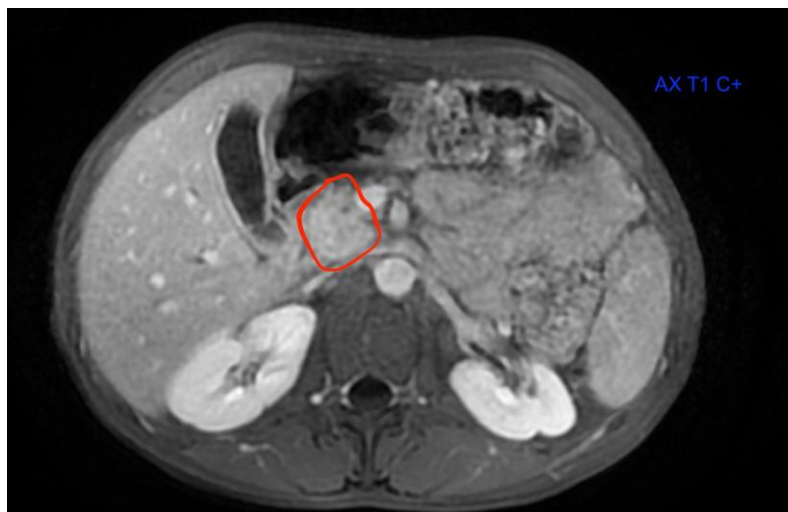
IRM abdominale du patient montrant un nodule du pancréas en discret hypersignal T2.
